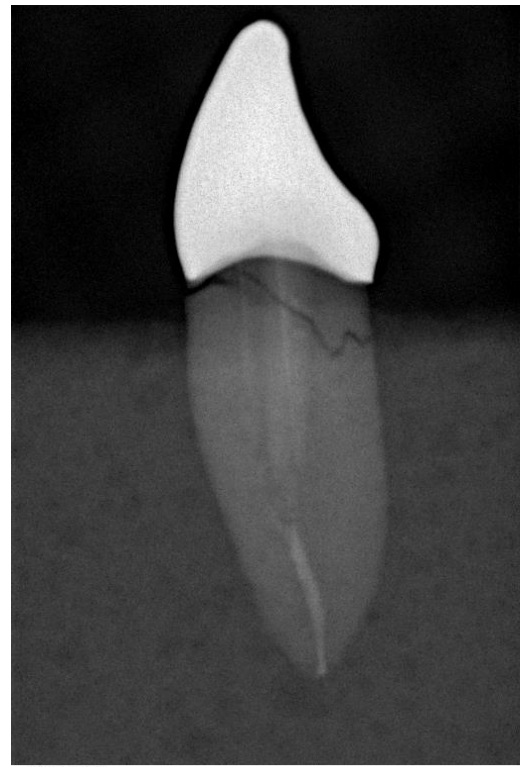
Рентгенограма зубів групи Crn Cst F–: а, б – розцементування штифта
